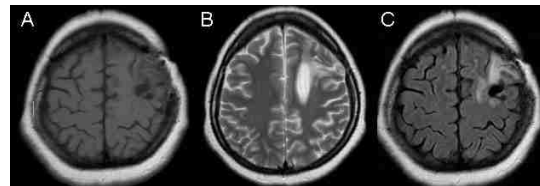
Resonancia magnética de cráneo postquirúrgica en cortes axiales secuencias A. T1W, B. T2W y C. FLAIR, donde se observan cambios postquirúrgicos sin evidencia de recidiva ni complicaciones.
